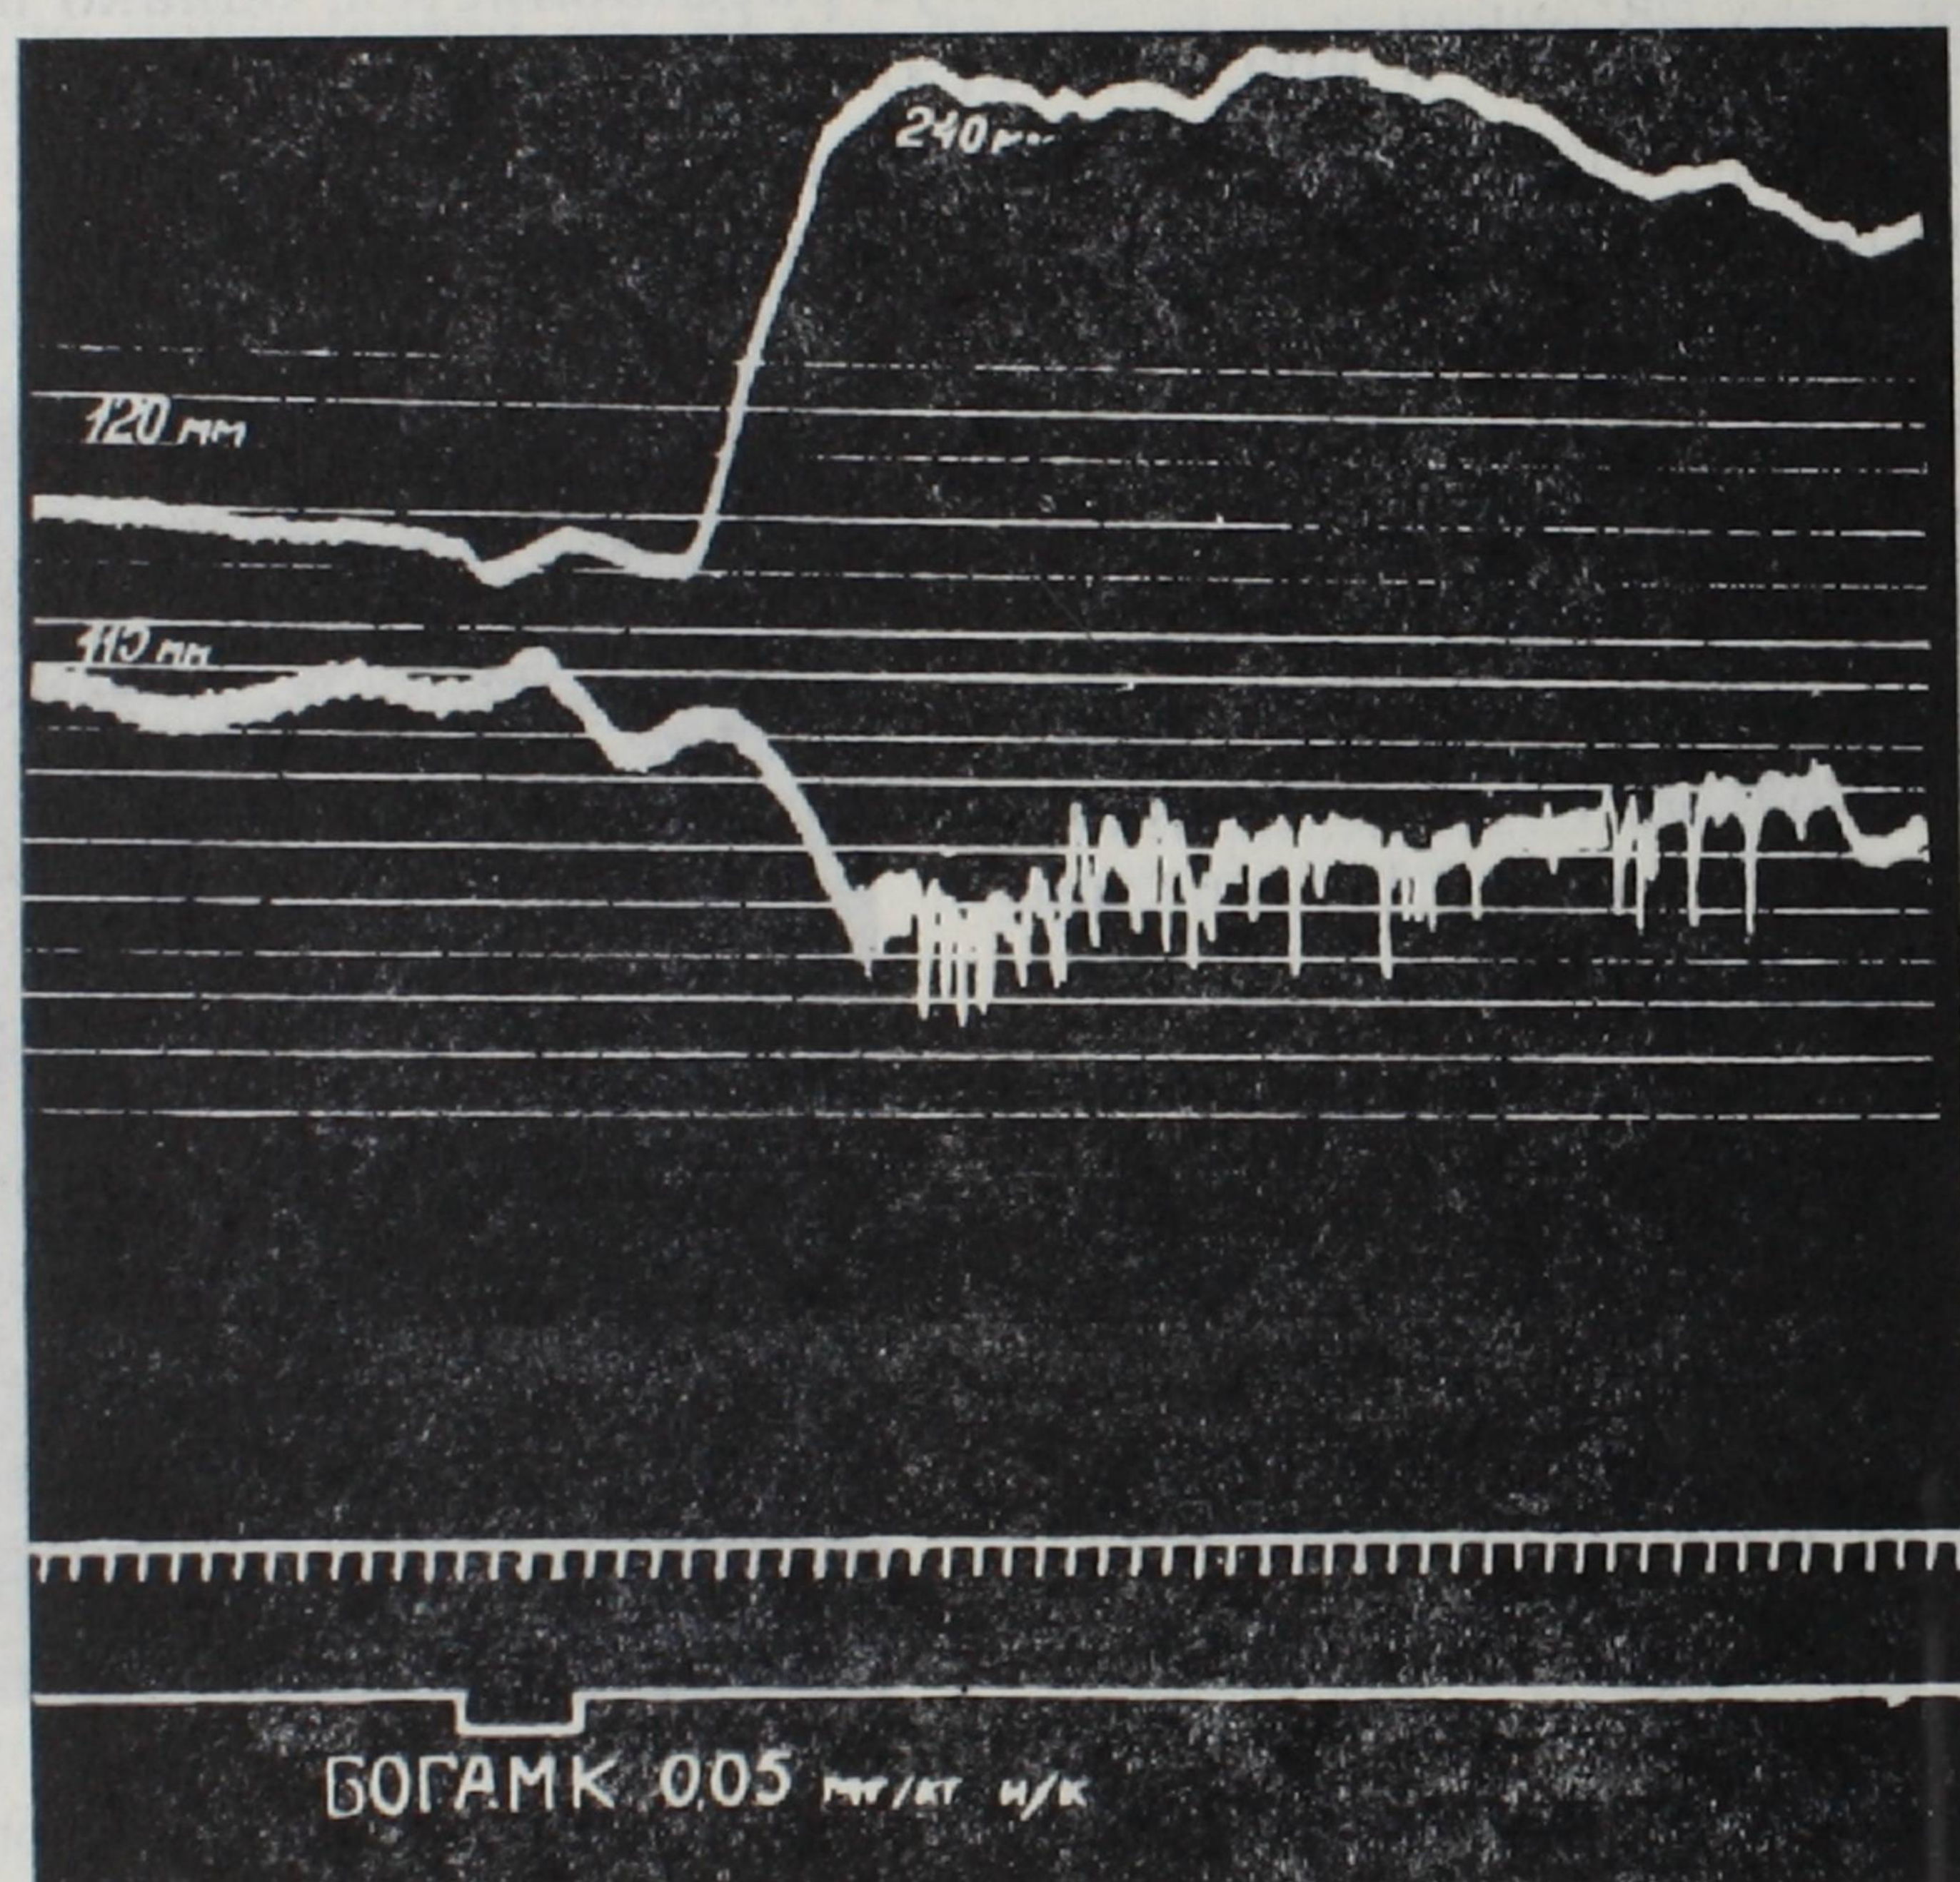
Перфузия коронарных сосудов. Влияние интракоронарного введения БОГАМК в дозе 0,05 мг/кг на фоне предварительного введения питуитрина (2 ед/кг). Кривые сверху вниз: перфузионное давление, артериальное давление, отметка времени—5 сек., отметка введения вещества.
